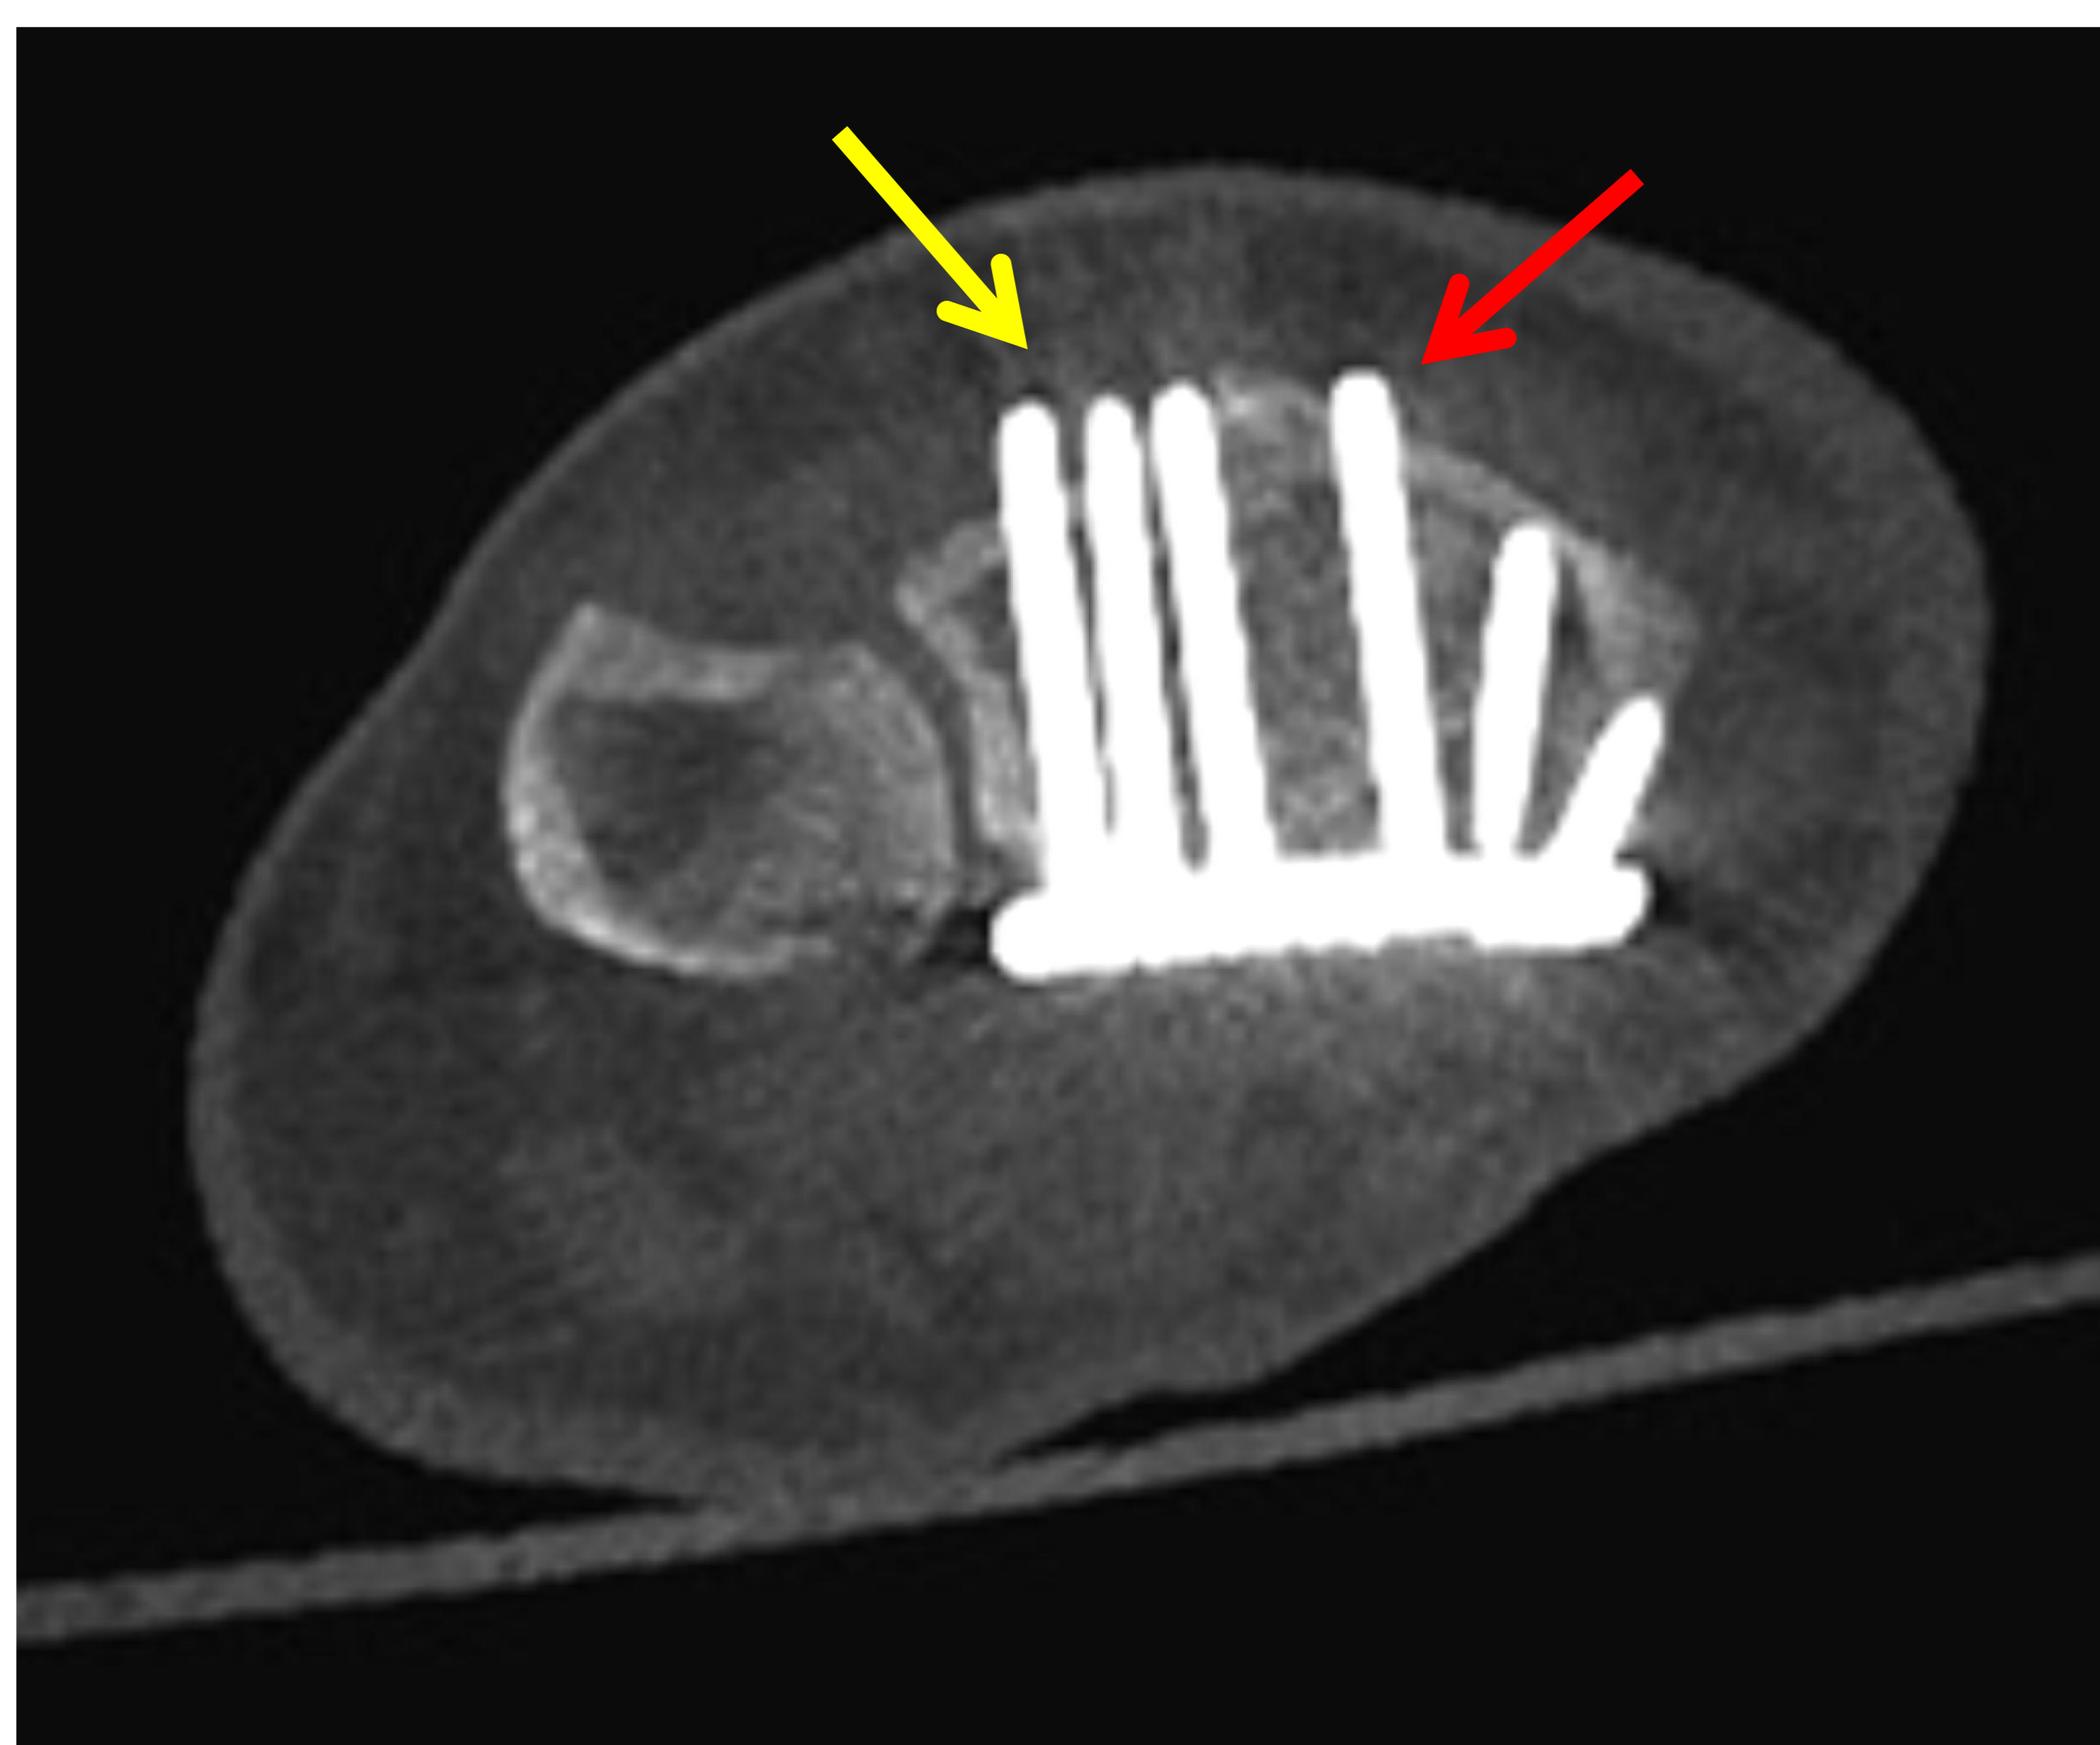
Imagen axial de TC: Los extremos distales de los tornillos epifisarios alcanzan la cortical dorsal, sin sobrepasarla, pero fijando los fragmentos más dorsales (flecha roja) para una adecuada estabilización y consolidación.
